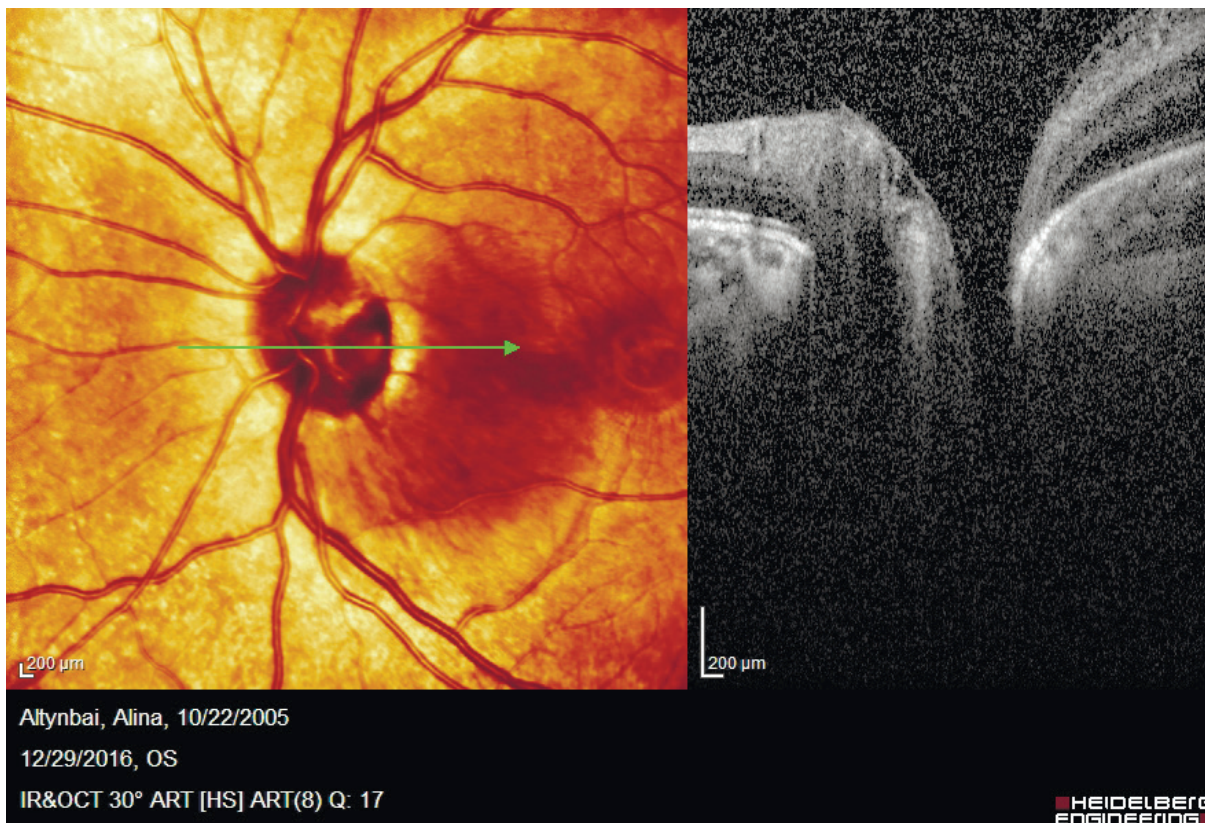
Томограмма пациента с ямкой ДЗН
